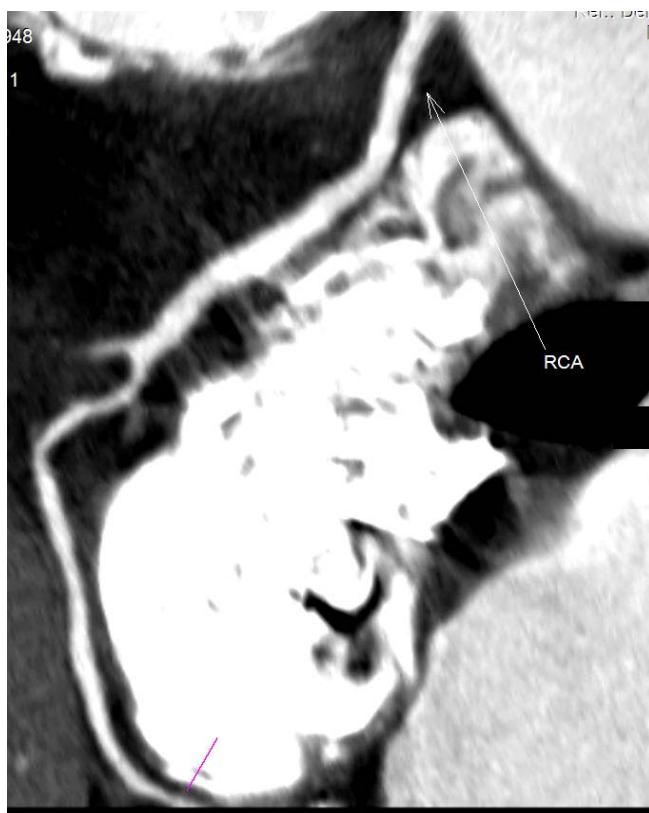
CT coronary angiography
